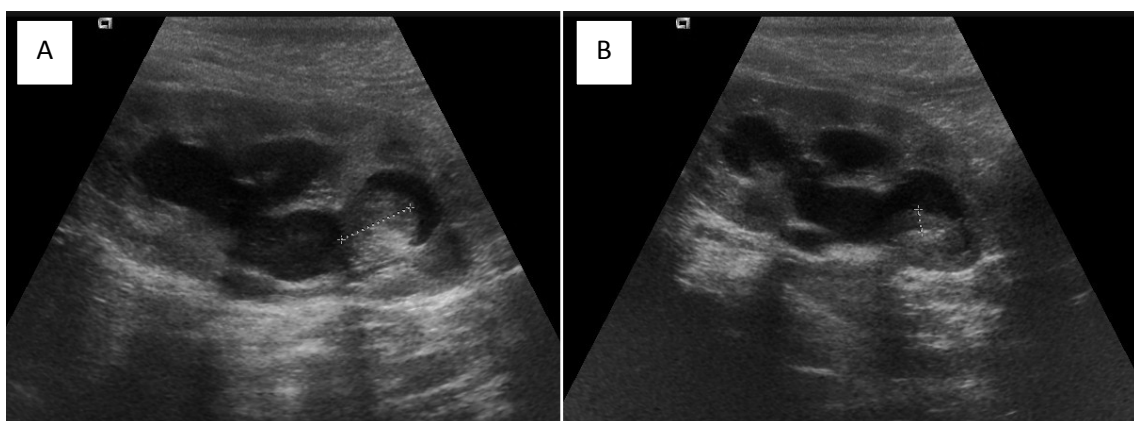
Ecografía renal del recién nacido con ureterohidronefrosis. 1B. La cistografía confirma la existencia de válvulas de uretra posterior.
